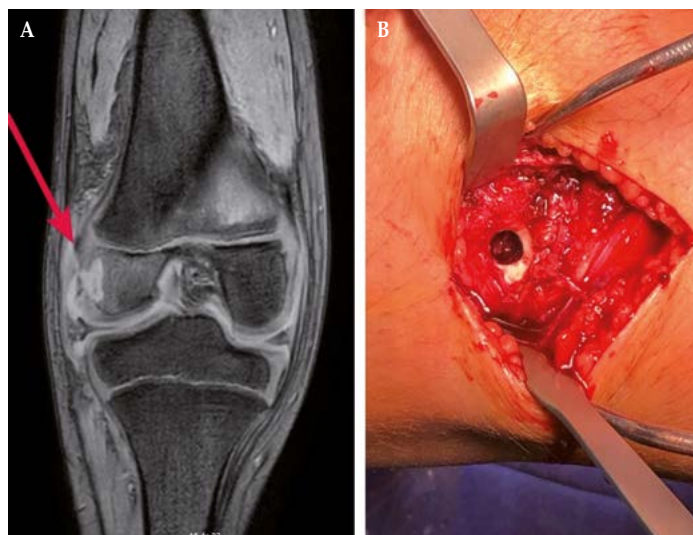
A: RMN diagnóstica. B: imagen quirúrgica; se observa la comunicación con la cavidad articular.
